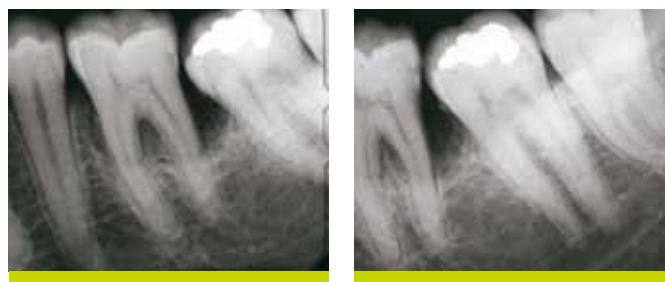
Radiographie pré-opératoire: noter le défaut intra-osseux de 5 mm.
